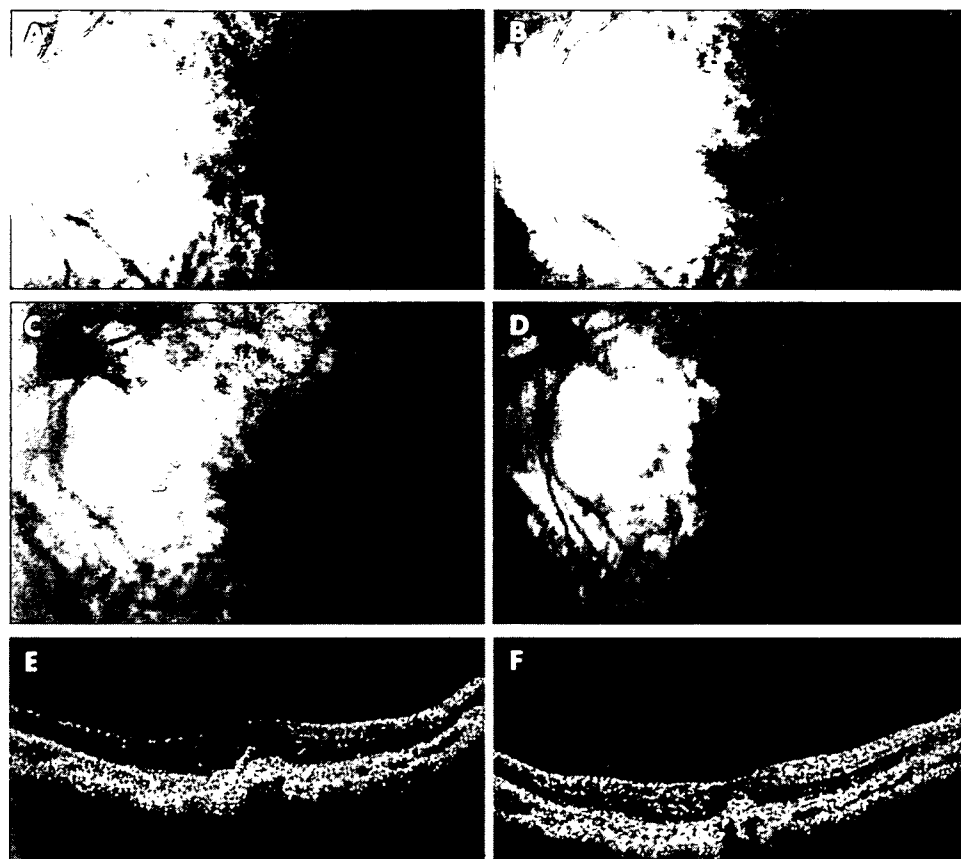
Case 5. (A) Fundus photograph showing the myopic choroidal neovascularisation (mCNV) before treatment (arrowhead). (B) Fundus photograph showing a smaller area of choroidal neovascularisation after treatment (arrowhead). (C) The fluorescein angiography (FA) in the late phase (10 min) showing leakage from the mCNV (arrowhead) before treatment. (D) FA in the late phase (11 min) showing no leakage (arrowhead) from the mCNV 3 months after injection. (E) Vertical optical coherence tomography (OCT) image before treatment showing raised retinal reflectivity and a hyper-reflective lesion under the retina that corresponds to the mCNV. The thickness of the fovea is 186 μm . (F) OCT image 3 months after intravitreal injection showing a smaller high-density lesion under the retinal reflectivity compared with before treatment. The thickness of the foveal retina is 107 μm .
